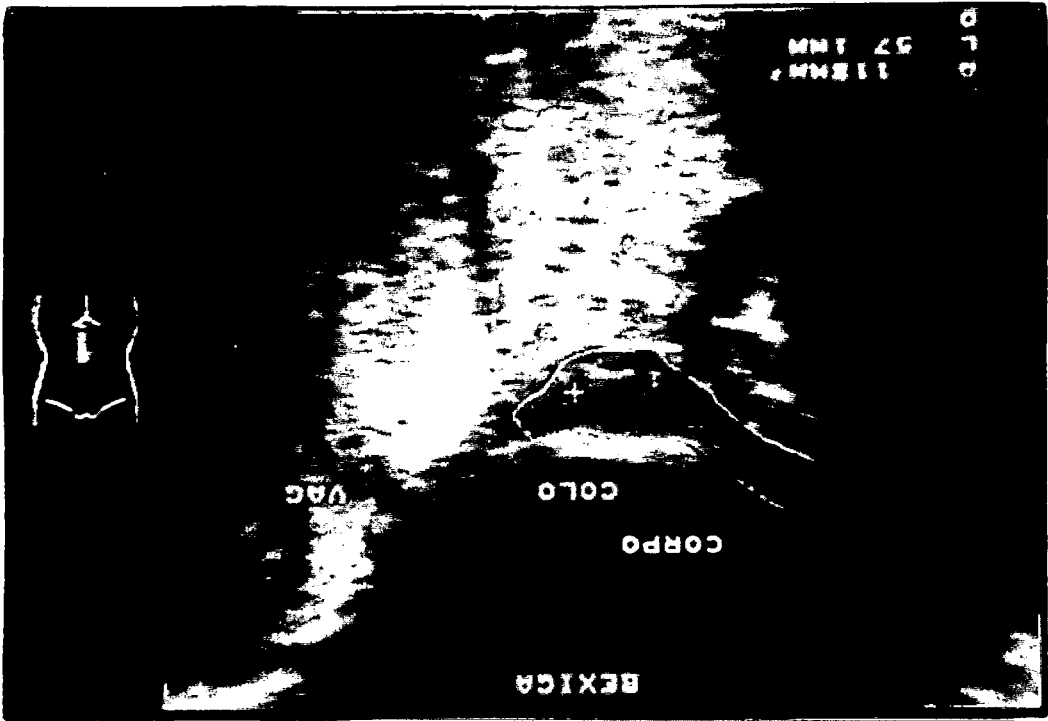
Ultra-sonografia mostrando útero
